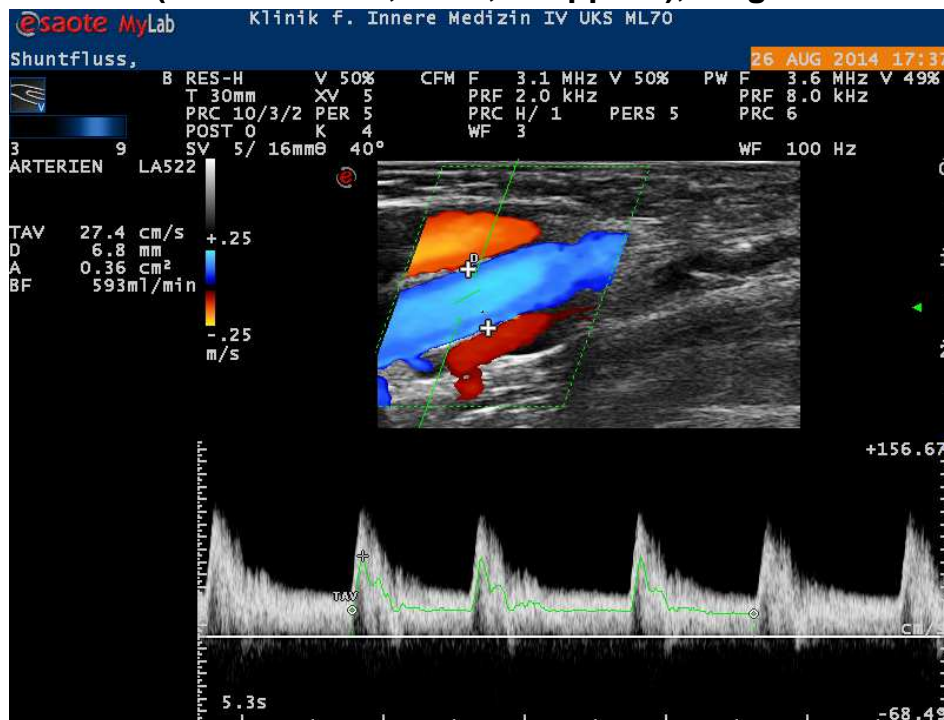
Duplexsonographische Fistelfluss Messung
